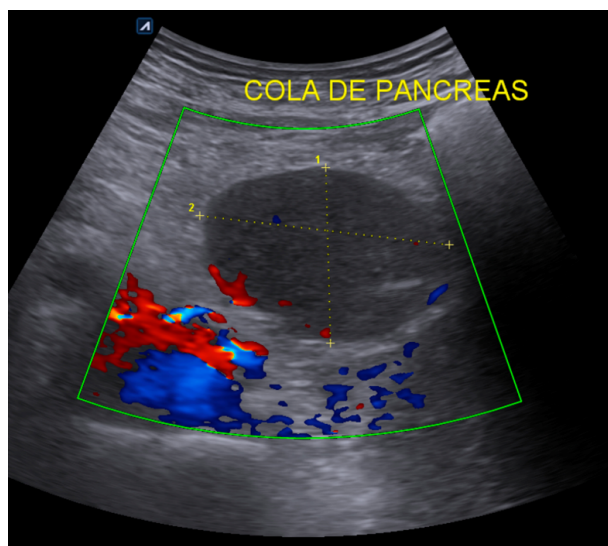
Ecografía Doppler color de cola del páncreas. Se identifica una masa en la topografía de la cola pancreática que presenta una captación leve al flujo Doppler en la periferia y también a nivel central.
